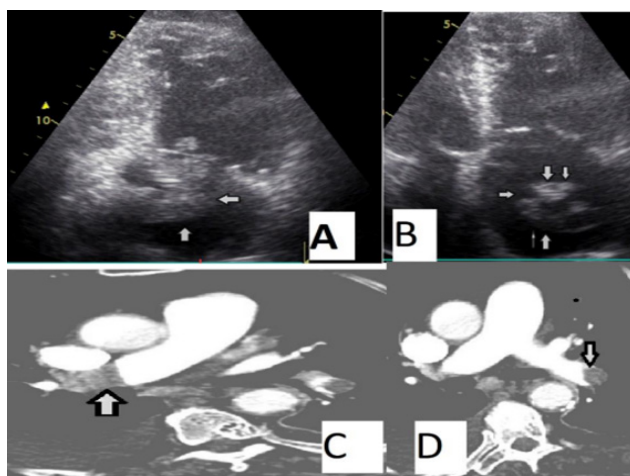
A, B ; The echocardiographic image demonstrates right atrial thrombus. C,D ; the computed tomography image demonstrates both pulmonary arteries thrombus
